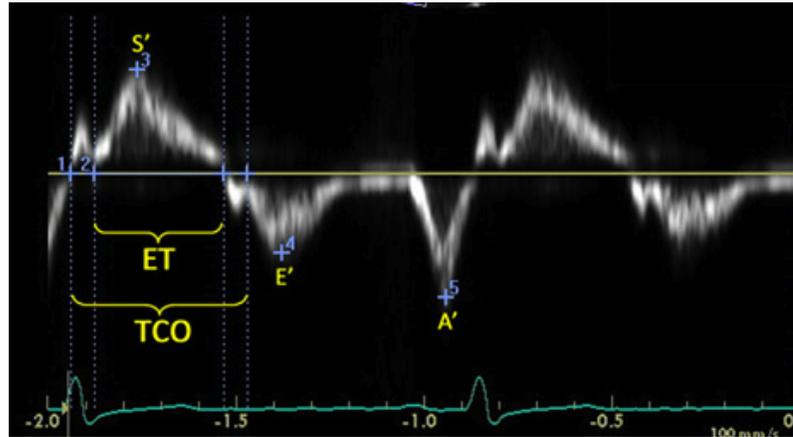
Índice de desempeño miocárdico del VD. Se calculan los tiempos de contracción y relajación isovolumétrica, así como el periodo de expulsión en un trazo de Doppler pulsado a nivel de la válvula tricúspide. J Am Soc Echocardiogr. 2010; 23: 685-713.
